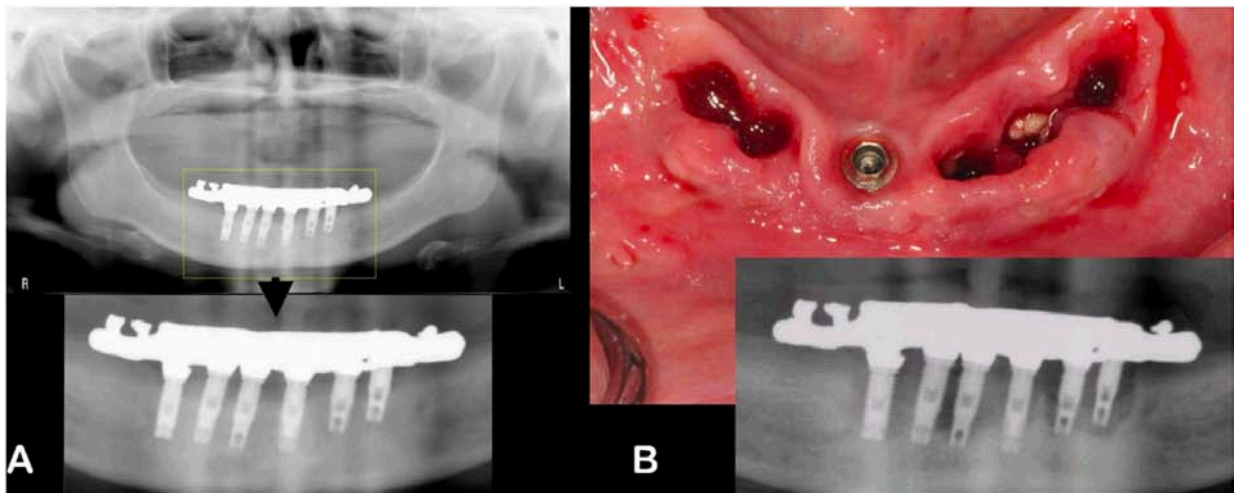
a) Radiographie panoramique illustrant l'ostéointégration des implants
